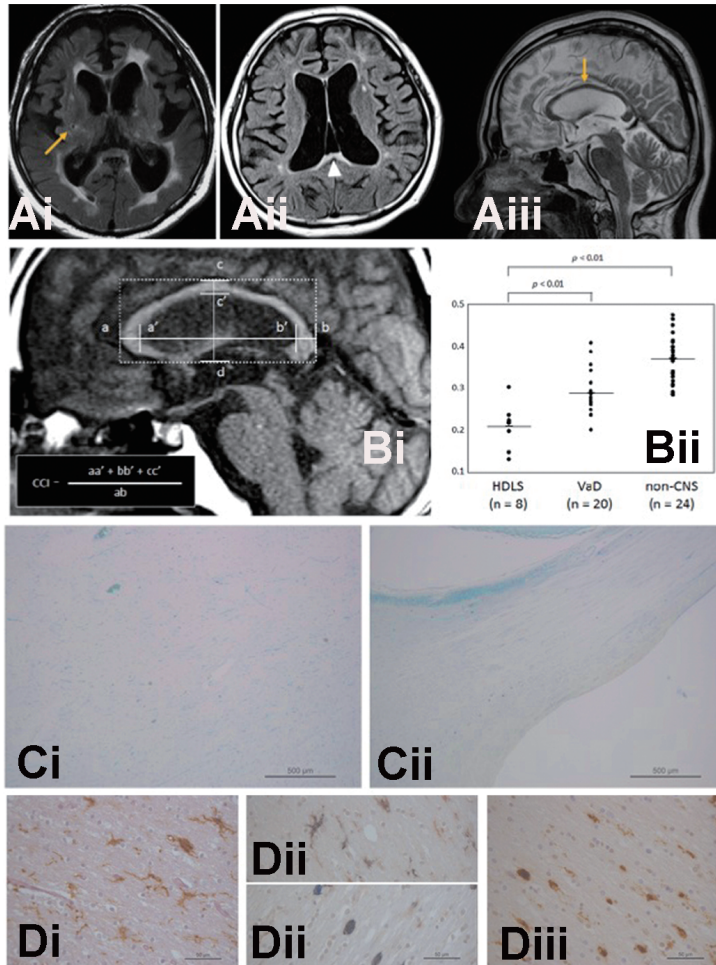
Ai. MRI FLAIR 画像水平断。基底核領域の小病変は一見するところラクナ病変に見える(黄矢印)。Aii. MRI FLAIR 画像水平断。前頭葉に高信号の白質病変を認めるが程度は軽度である。脳梁膨大部は高信号を呈している(白矢頭)。Aiii. MRI T2強調画像正中矢状断。脳梁体部は萎縮している(黄矢印)。Bi. MRI T1強調画像正中矢状断による、脳梁萎縮指標(corpora callosa index: CCI)の計測方法。Bii. 各群のCCI。HDLS群: 0.210 ± 0.050 , 脳血管性認知症群: 0.289 ± 0.050 , 非中枢性神経疾患群: 0.371 ± 0.056 。Ci. Stage IIIの半卵円中心(KB染色)。有髄神経線維は著明に脱落している。Cii. Stage IIIの脳梁(KB染色)。有髄神経線維は高度に脱落しているが、半卵円中心と比較するとその程度は軽い。Di. Stage IIの脳梁(Iba1免疫染色)。突起型および円型の両方の形態の細胞に多数陽性。Dii. Stage II(CD163免疫染色(青)とIba1免疫染色(茶)との二重染色)。CD163免疫染色は、半卵円中心(上段)では突起型の細胞に陽性が多い傾向を認め、脳梁(下段)では円型の細胞に陽性が多い傾向を認める。Diii. Stage IIの脳梁(CD68免疫染色)。ほとんど円型の細胞に陽性。陽性細胞の数は、Stage Iで中等、Stage IIで最大、Stage IIIで極少数。
